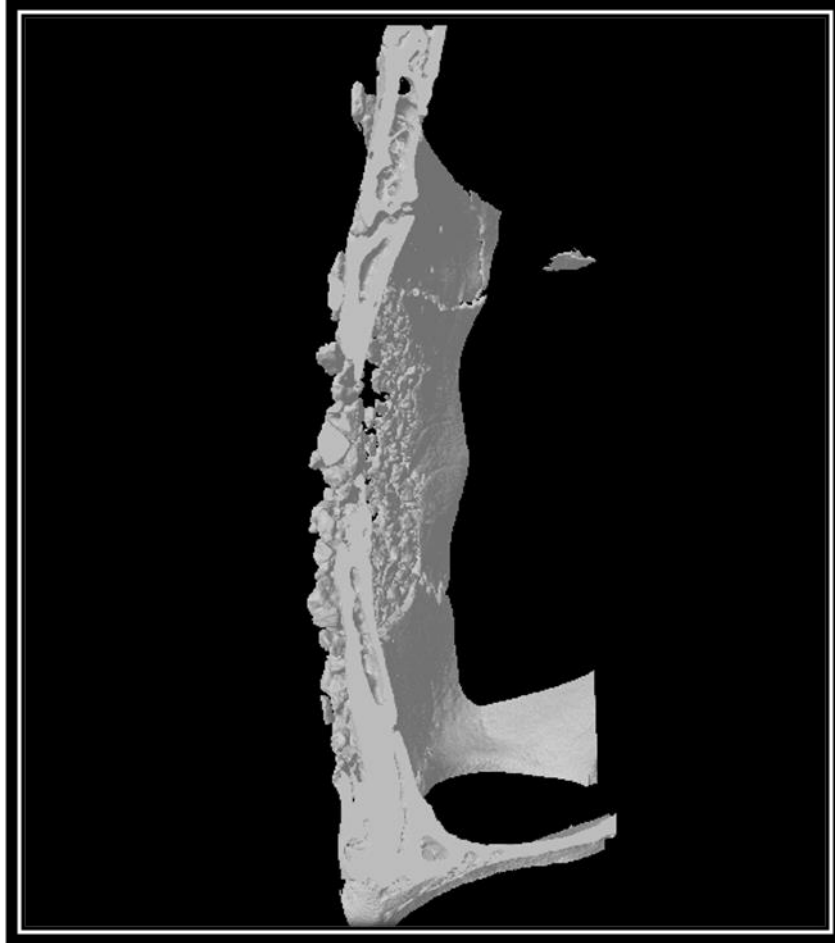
Imagem por  $\mu$ CT em três dimensões, calvária preenchida com HAAlgGel, 15D
